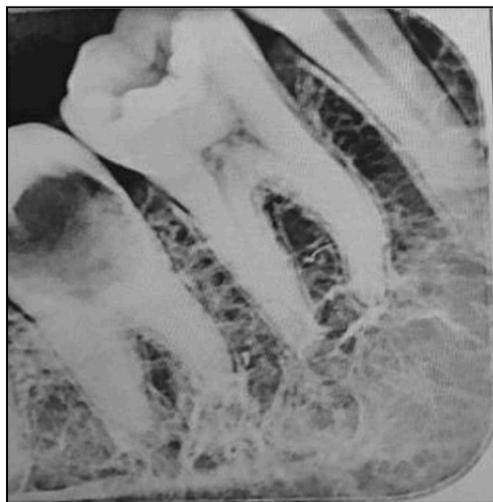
Radiographie rétro-alvéolaire centrée sur 46, montrant l'aspect particulier de l'os alvéolaire, notamment entre les dents, prenant un aspect d'échelle. (9)
